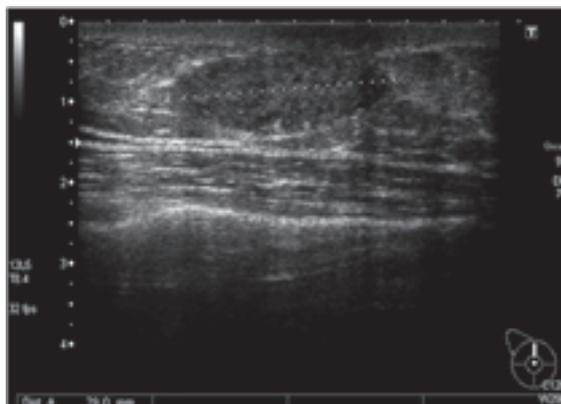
Ecografía mama derecha: imagen oval pseudonodular retroareolar de aprox. 29 mm.
